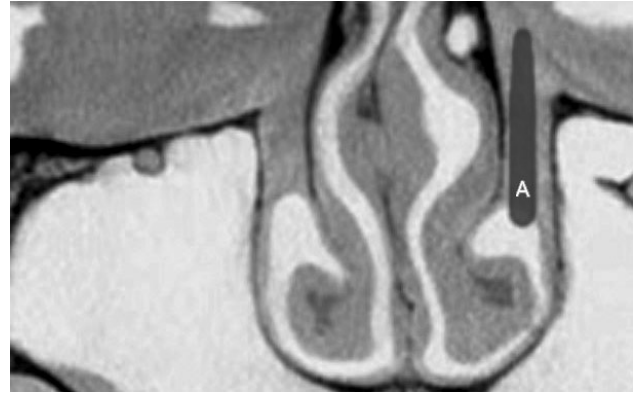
Компьютерная томограмма. Фронтальная плоскость. Правосторонний острый дакриоцистит. А - нормальный носослезный канал (выделен серым цветом).
